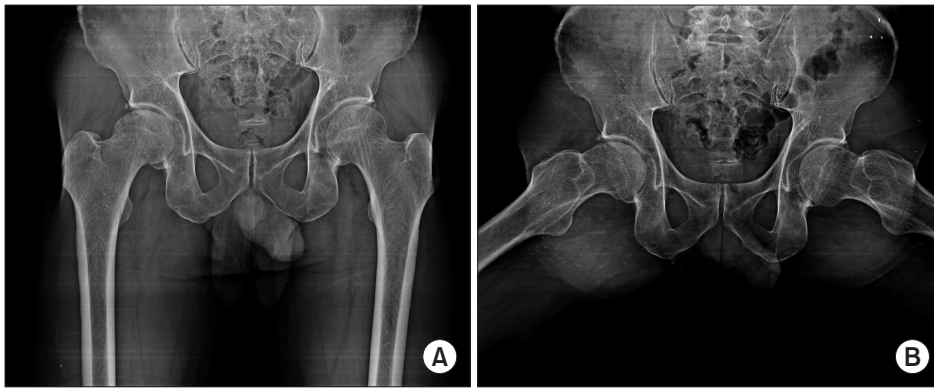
Anteroposterior (A) and frog leg lateral (B) radiographs show collapse of the right femur head and subchondral fracture.
